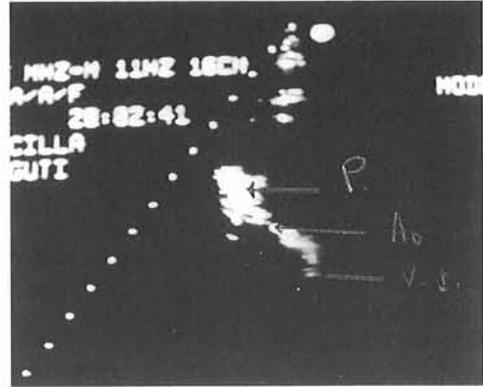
ECO Doppler Color a nivel de grandes vasos A.P. Arteria pulmonar en color rojo (flujo se acerca al transductor) Ao.A.: Aorta ascendente con flujo en azul ya que se aleja del transductor; V.I. ventriculo izquierdo hipoplásico.
